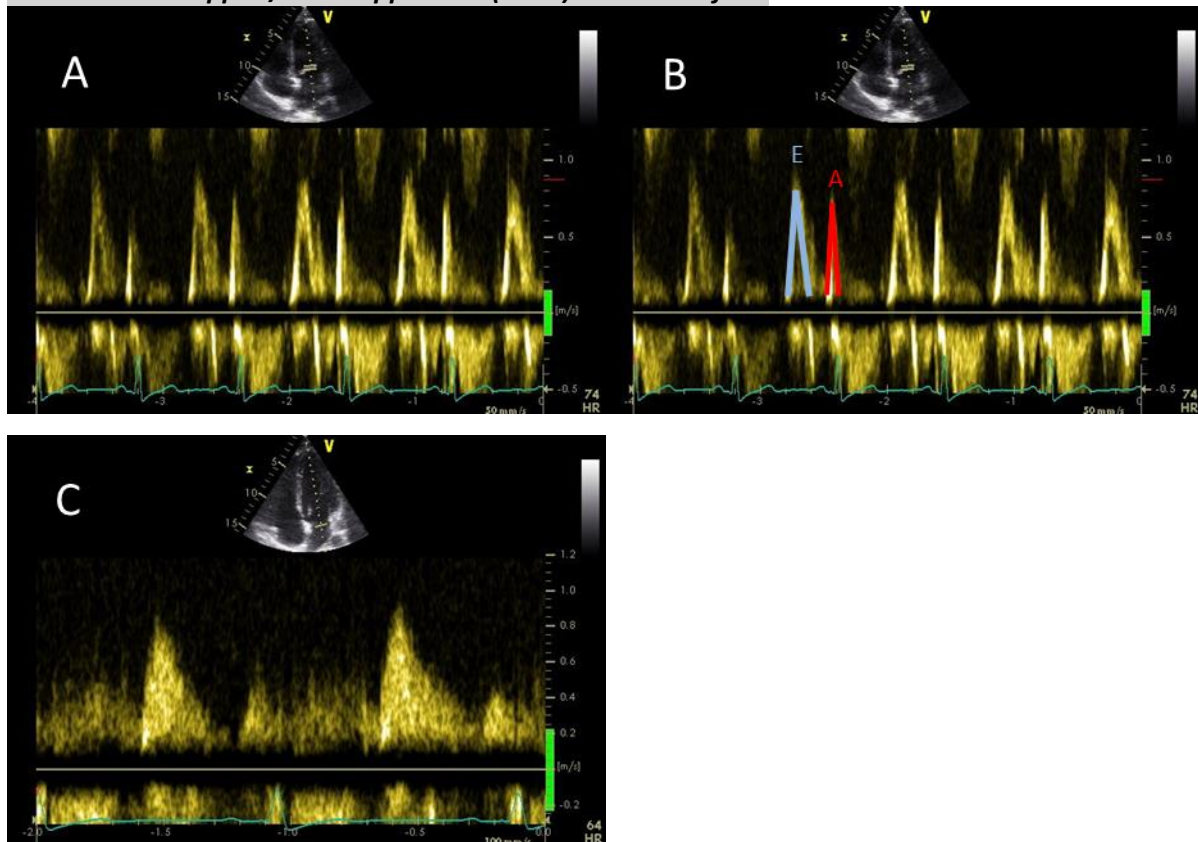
PW-Doppler Mitralklappe A ohne Messung, B mit Messung, C cw Doppler Mitralklappe (zur Detektion hoher Geschwindigkeiten zum Ausschluss Mitralstenose)
